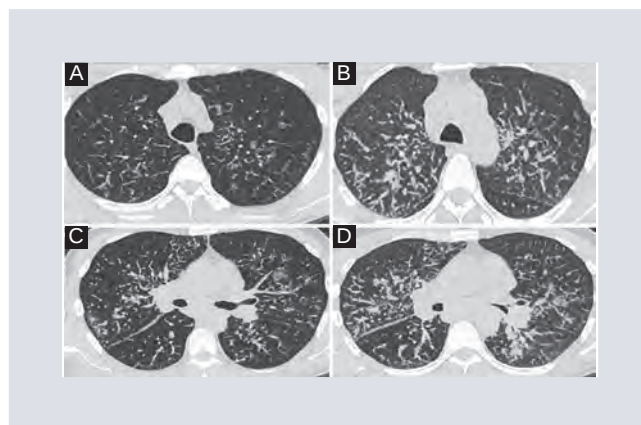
Tomografía en ventana para pulmón. Inspiración (A) y espiración (B). Se observan los nódulos bilaterales apicales y engrosamiento de la trama broncovascular y septos interlobulillares. Esto correspondería al tipo 1 y 4 de la enfermedad pulmonar en enfermedad relacionada con inmunoglobulina (IgG4). C y D: Corte a nivel de los bronquios principales en donde se aprecia un engrosamiento difuso bilateral de la trama broncovascular y septos interlobulares, múltiples imágenes nodulares de predominio izquierdo.
